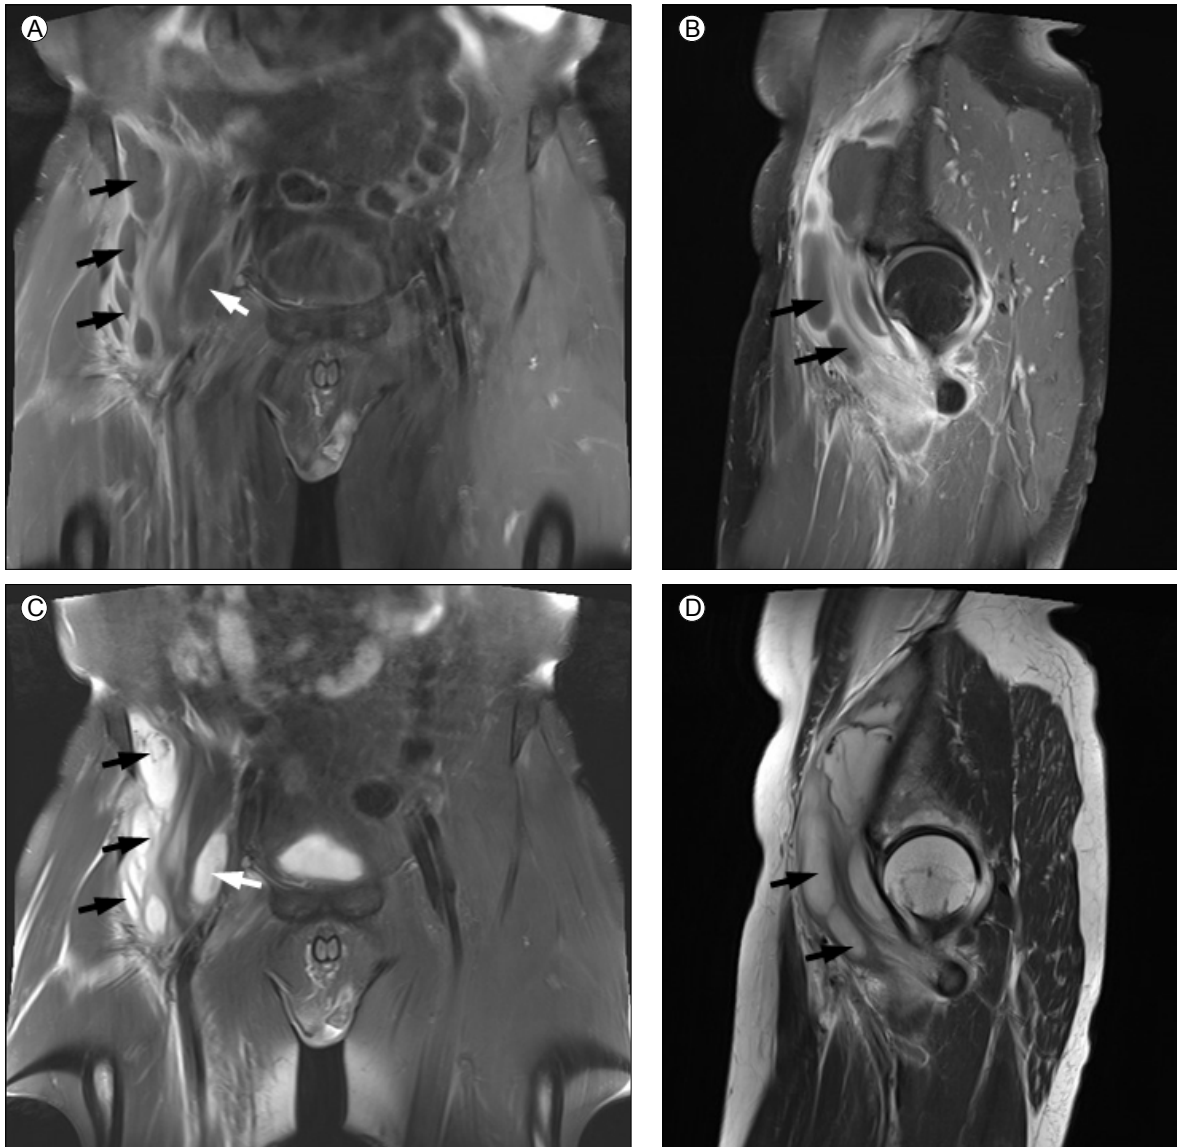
Magnetic resonance images showing the enhanced multi-loculated thick-walled abscess (black arrows) in the lateral aspect of the iliopsoas muscle with iliopsoas bursitis (white arrow). (A) Coronal contrast-enhanced T1-weighted image, (B) sagittal contrast-enhanced T1-weighted image, (C) coronal T2-weighted image, and (D) sagittal T2-weighted image.
